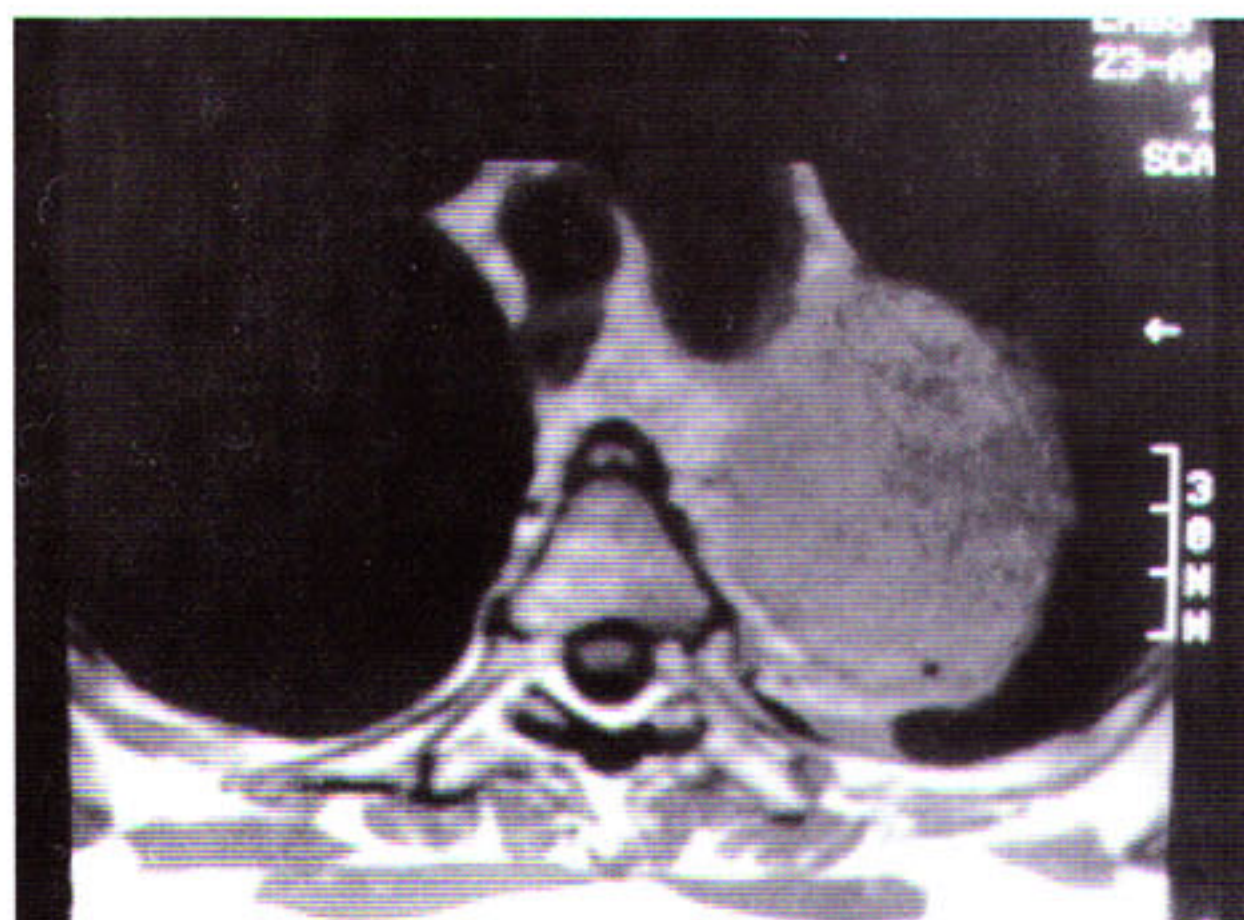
RM não evidenciou comprometimento do canal medular pela referida massa.
